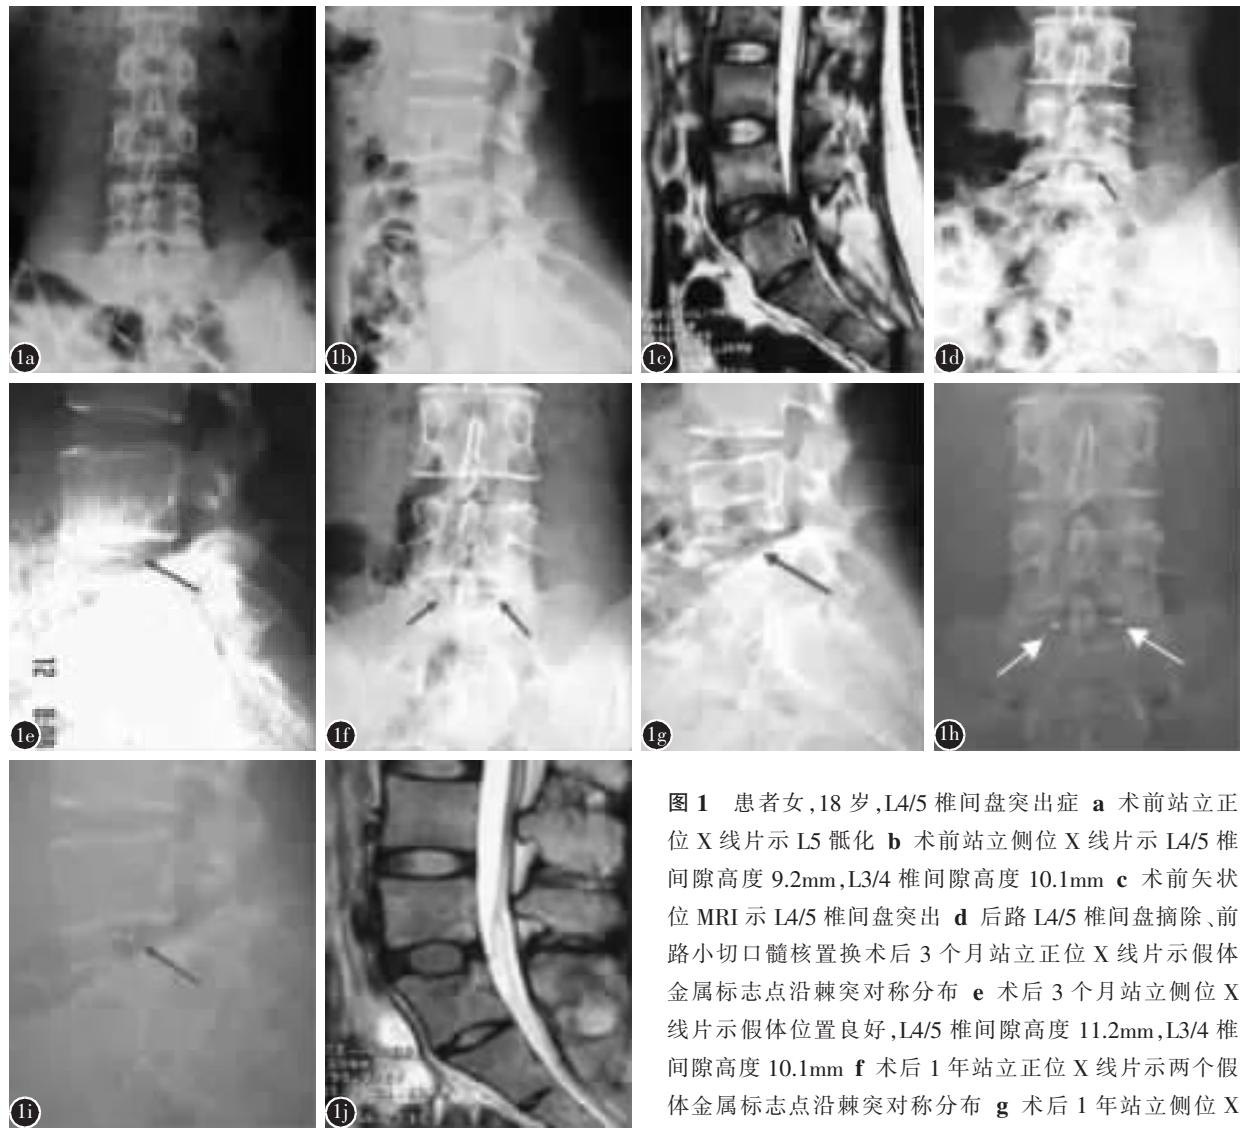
患者女,18岁,L4/5椎间盘突出症 a 术前站立正位X线片示L5骶化 b 术前站立侧位X线片示L4/5椎间隙高度9.2mm,L3/4椎间隙高度10.1mm c 术前矢状位MRI示L4/5椎间盘突出 d 后路L4/5椎间盘摘除、前路小切口髓核置换术后3个月站立正位X线片示假体金属标志点沿棘突对称分布 e 术后3个月站立侧位X线片示假体位置良好,L4/5椎间隙高度11.2mm,L3/4椎间隙高度10.1mm f 术后1年站立正位X线片示两个假体金属标志点沿棘突对称分布 g 术后1年站立侧位X线片示假体位置良好,L4/5椎间隙高度10.2mm,L3/4椎间隙高度10.1mm h 术后5年站立正位X线片示假体金属标志点沿棘突对称分布 i 术后5年站立侧位X线片示假体位置良好,手术节段椎间隙高度10.1mm,L3/4椎间隙高度10.0mm j 术后5年MRI显示假体形态良好,但手术节段终板有Modic改变
